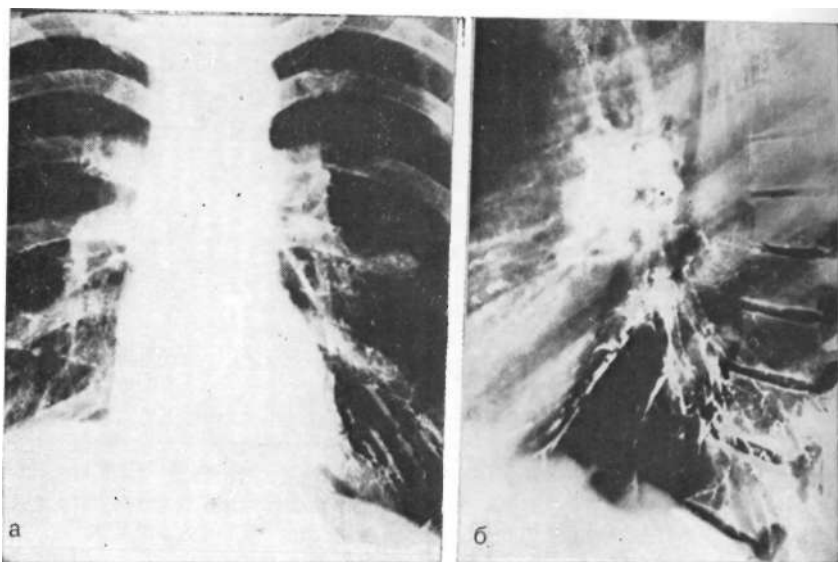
Рентгенограммы. Перфорация раковой опухоли и образование пищеводно-бронхиального свища.
